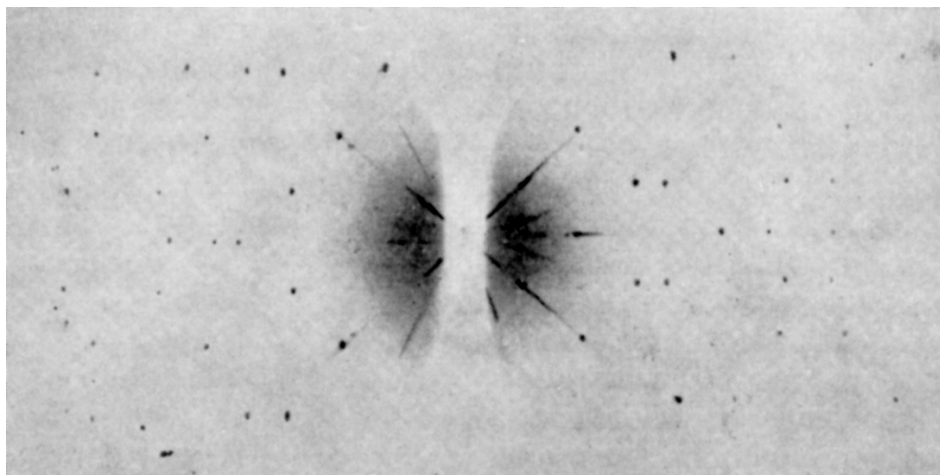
Рентгенограмма, полученная вращением монокристалла комплекса гексаметиленetetрамин - хлорное олово
